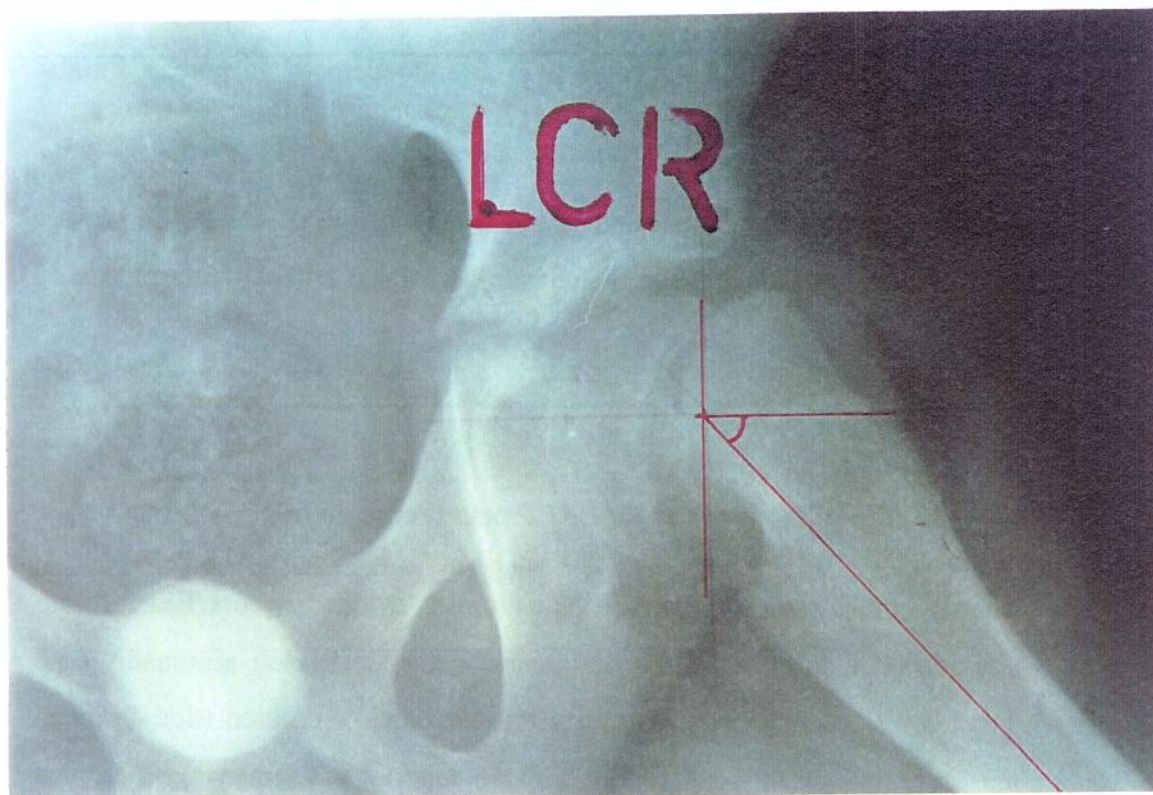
Radiografia simples da bacia na incidência de Lauenstein com EEPF à esquerda onde estão traçadas as linhas que definem o ângulo por Southwick (1967)
